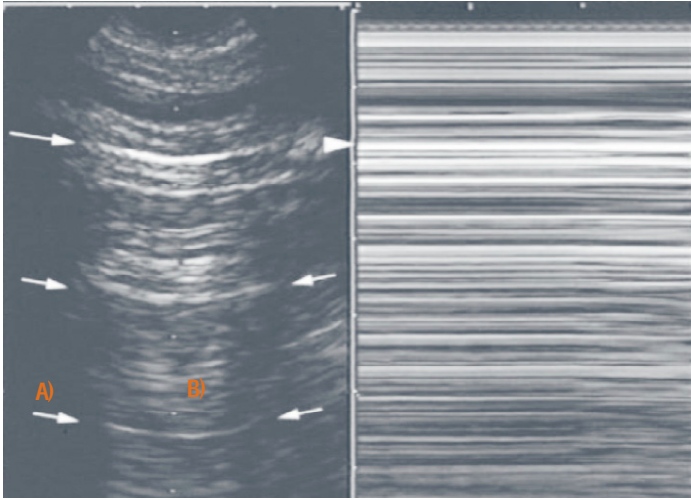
Ultrasonido pulmonar en donde se observa A) tiempo real con presencia de múltiples líneas A, “signo de la escalera” (flechas); B) modo M con líneas horizontales, “signo de la estratósfera”, imágenes diagnósticas de neumotórax.
